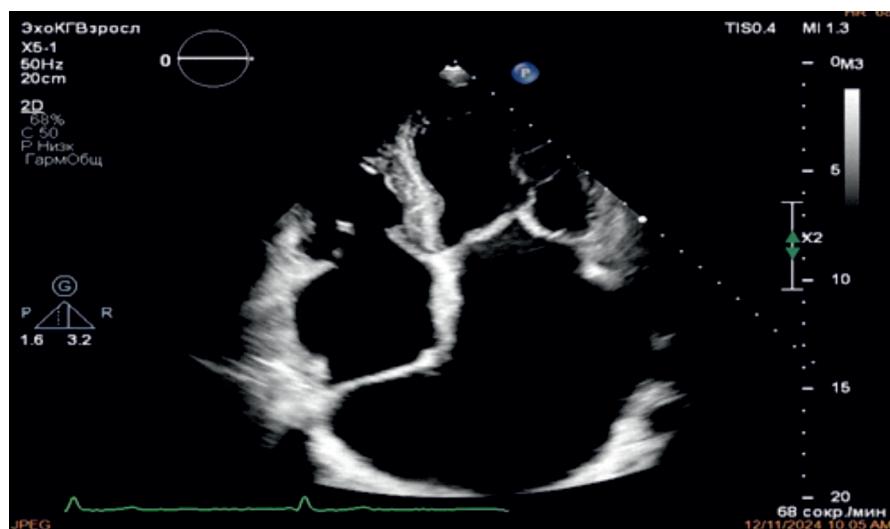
Эхокардиография пациента Б. в апикальной четырехкамерной позиции после операции (через 17 месяцев после операции). Левое и правое предсердия состоят из частей предсердий реципиента и донора. Дилатация левого и правого предсердий. Рестрикция задней створки митрального клапана. Сократительная способность левого желудочка удовлетворительная.
